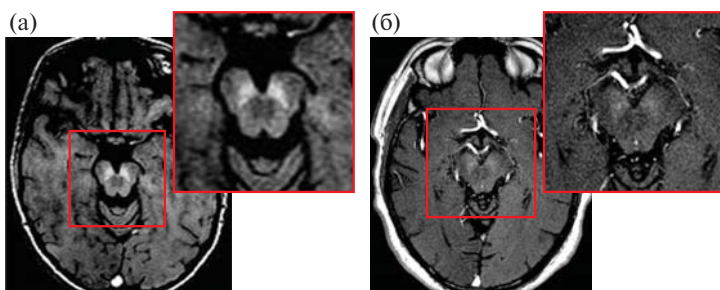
НМЧ-МРТ в норме (а) и при БП (б). Исследования выполнены с использованием T1-взвешенной TSE-последовательности с эффектом переноса намагниченности. У больного БП наблюдается значительное снижение интенсивности сигнала в области ЧС по сравнению с пациентом из контрольной группы.
